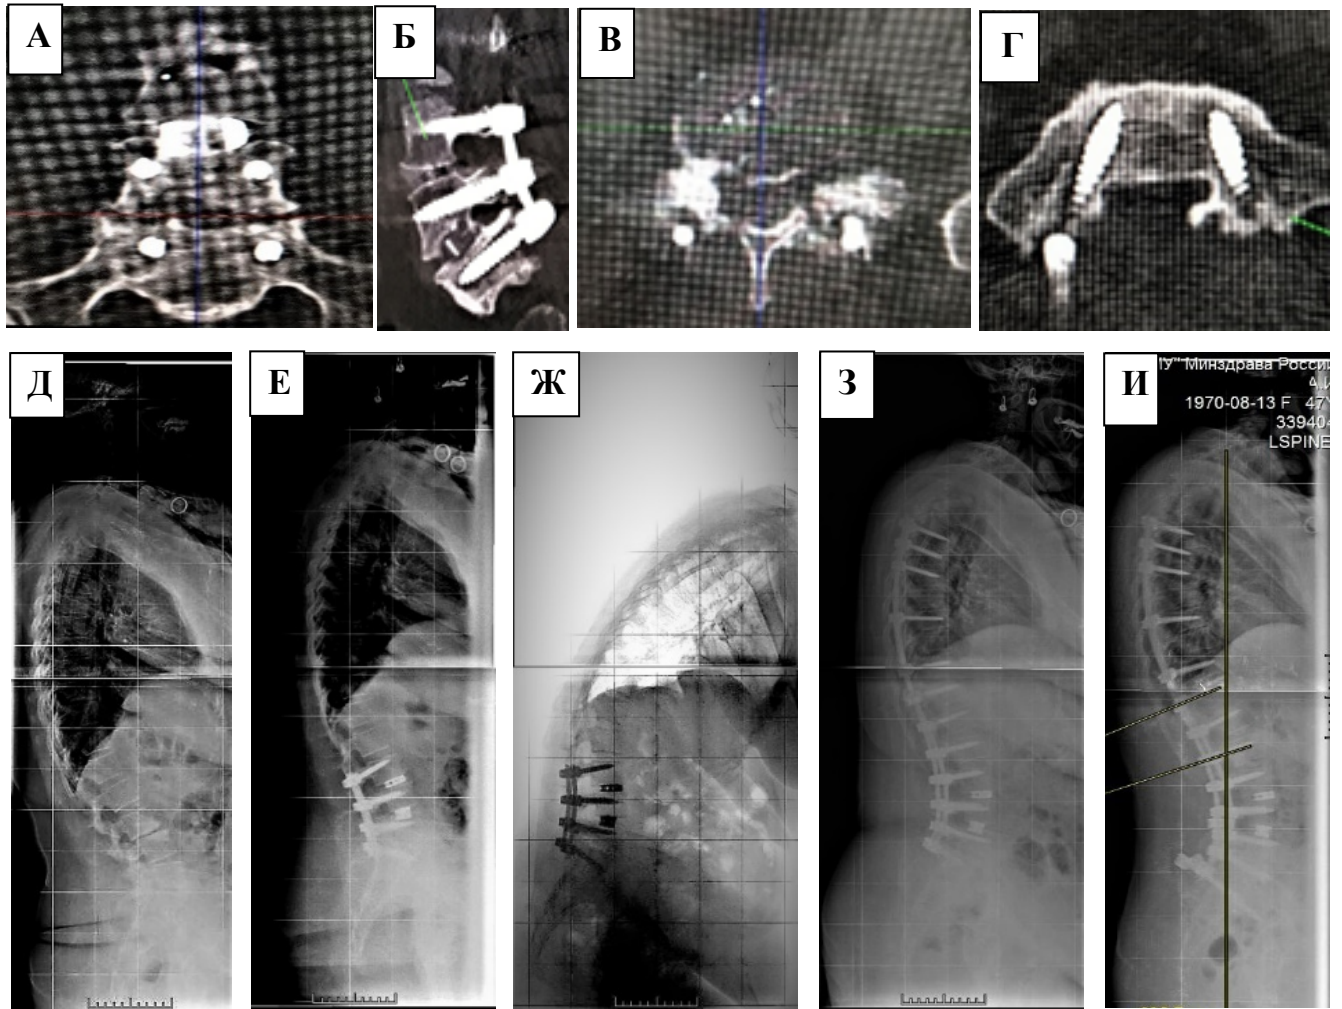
Пациентка С., 47 лет., после первого ревизионного вмешательства – коррекции деформации и фиксации Th4–S1 с формированием псевдоартроза L5–S1 (А – Г); телерентгенограммы до операции (Д), после TLIF L3–S1 (Е) с формированием положительного сагиттального дисбаланса (Ж), после первой ревизии – коррекции деформации и фиксации Th4–S1 (З), после второй ревизии – ALIF L5–S1 с фиксацией Th4–S1 – подвздошные кости (И)
